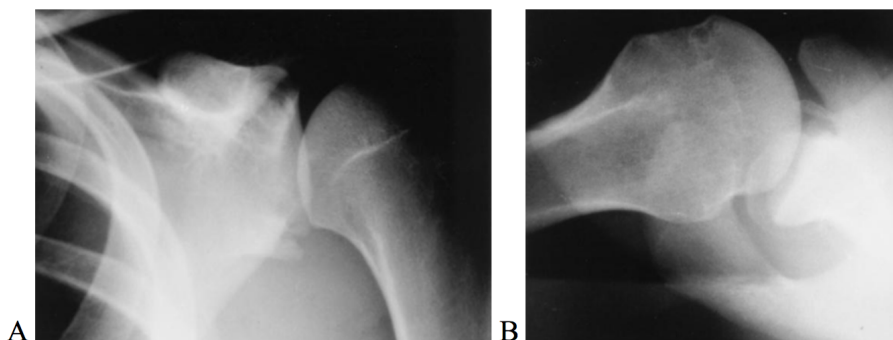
Ossäre Bankart-Läsion in der anteroposterioren (A) und in der axialen (B) konventionellen Röntgenaufnahme [6]. © 1998 SAGE Publications "creative common rights"
